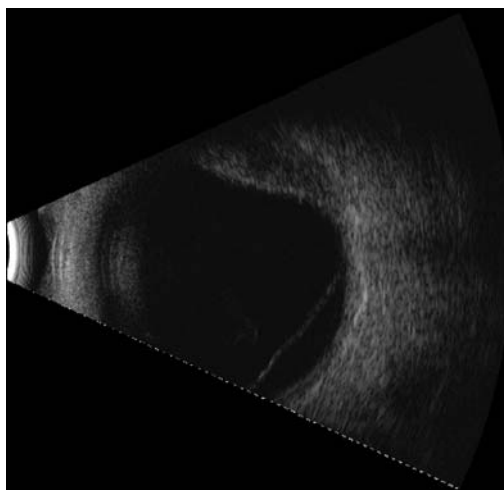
Ecografía OI apreciándose la lesión con desprendimiento exudativo asociado.
